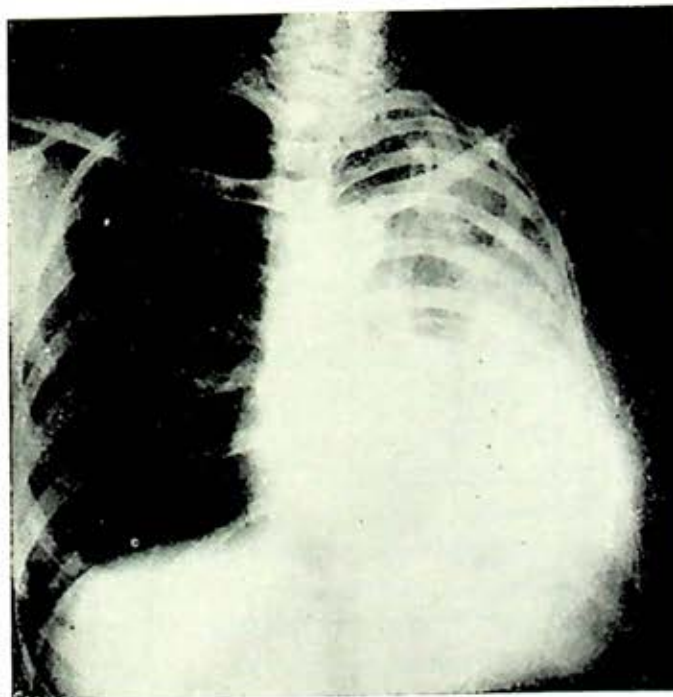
Radiografía anteroposterior de tórax. Empiema drenado con sonda de canalización. Obsérvese cómo se mantiene el pulmón encarcelado y el hemitórax muestra franca tendencia a la retracción.
